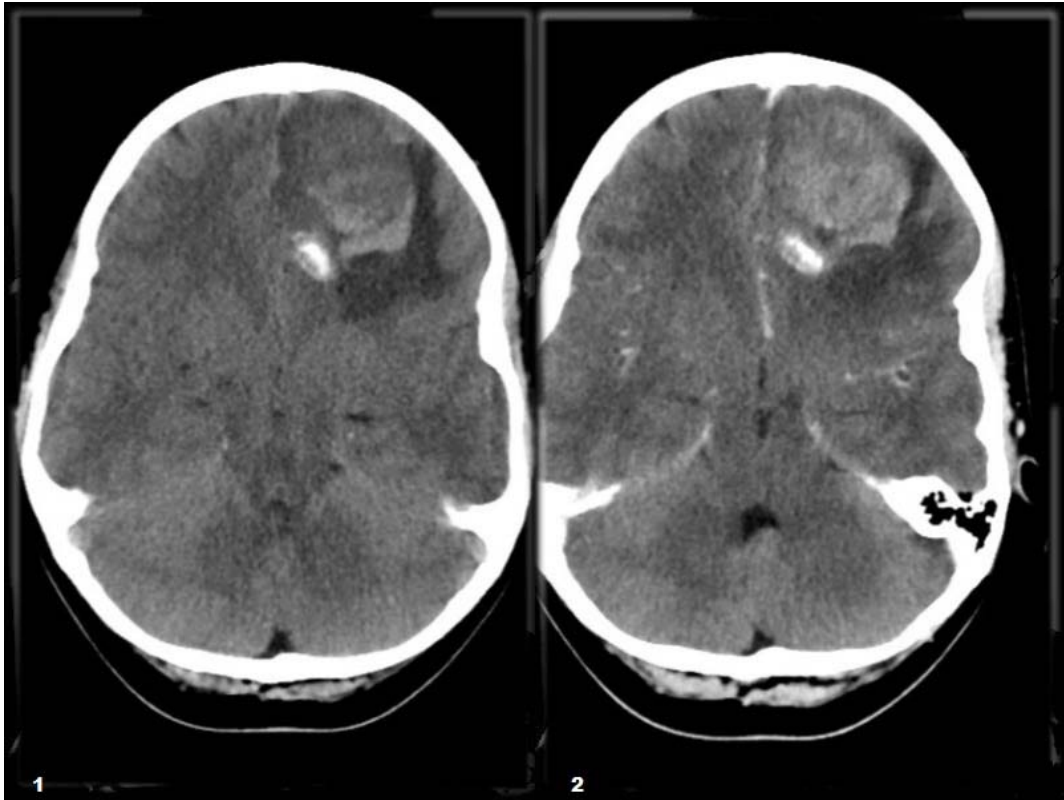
TDM : 1. Axial sans contraste 2. Axial avec contraste
